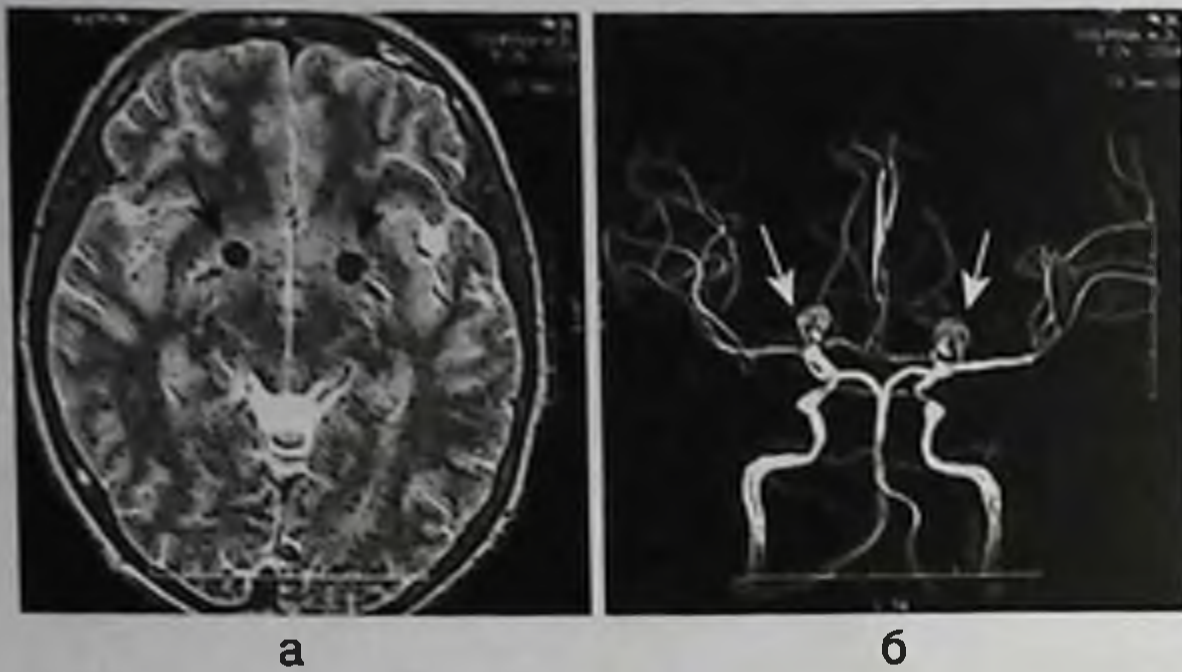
«Зеркальные» аневризмы области бифуркации обеих внутренних сонных артерий: а — магнитно-резонансная томограмма, Т2-взвешенное изображение; б — магнитно-резонансная ангиограмма
